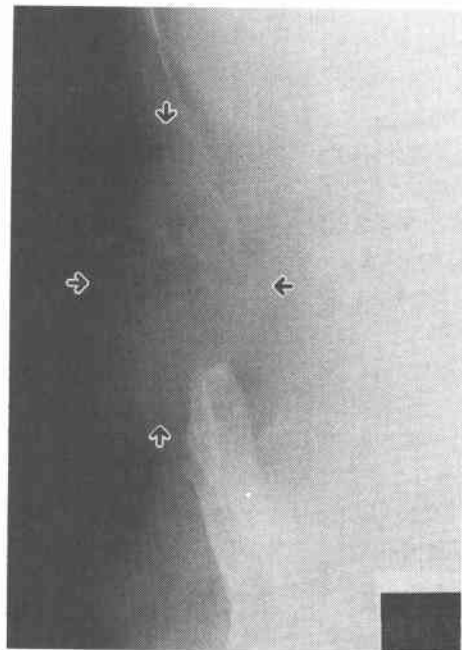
Plain abdominal X-ray (Case 2). Multiple gas bubbles in the increased opacity (arrow) are seen on the right side of the abdominal wall.
